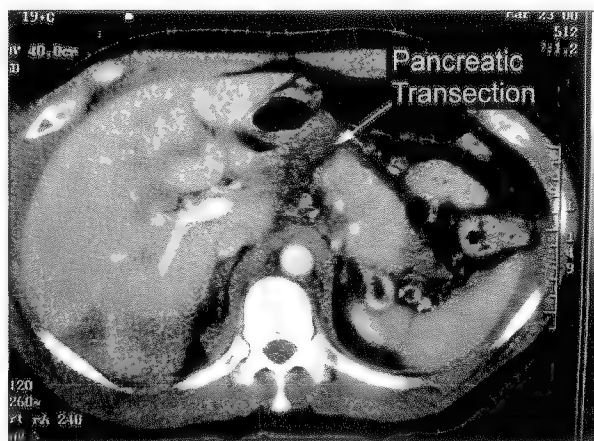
Traumatism pancreatic, închis, gradul IV. Accident rutier; leziune pancreatică cefalică închisă, fracturi costale stângi cu hemotorax și fracturi bilaterale ale oaselor gambei. CT scan. Intraoperator se decelează ruptura pancreasului la nivelul venei porte. Pancreatectomie distală cu splenectomie. Colecție lichidiană peripancreatică ce a necesitat drenaj percutan.
